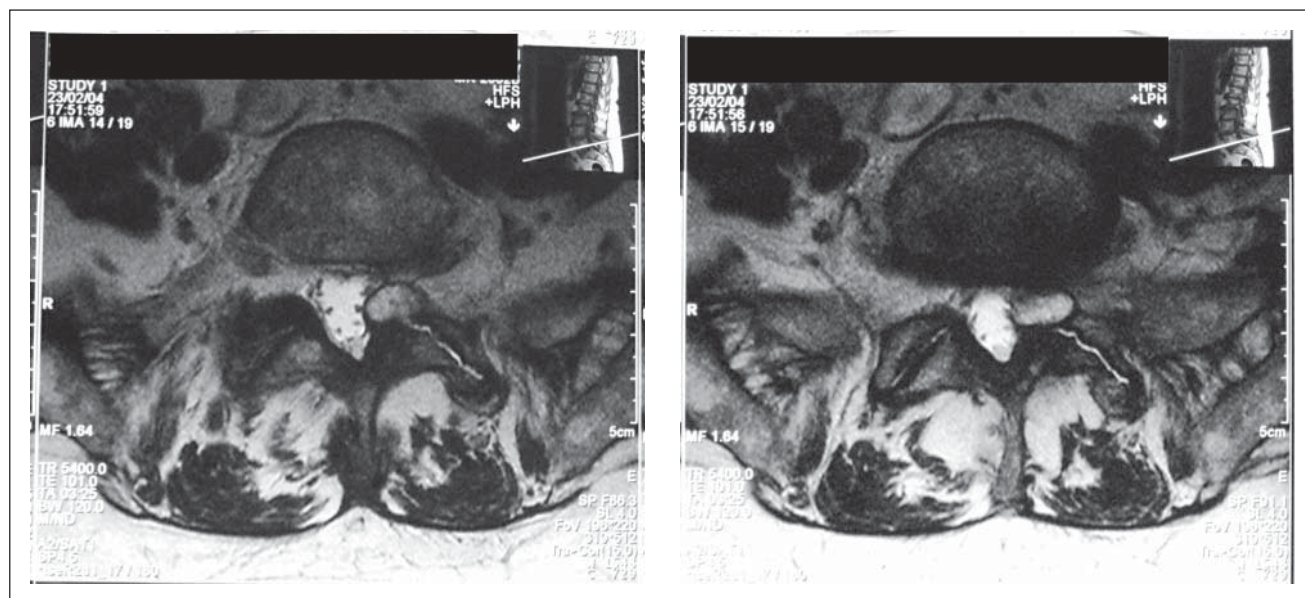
+ 2: MRT (T2-Gewichtung) einer juxtaartikulären Zyste L5/S1 li.
